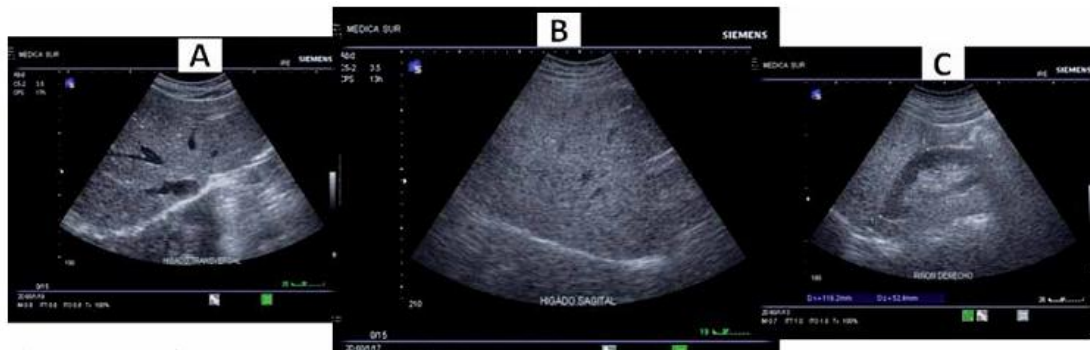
Diagnóstico ultrasonográfico de la esteatohepatitis no alcohólica. A) Hígado de características ultrasonográficas normales. B y C) Patrón ultrasonográfico de la EHNA caracterizado por aumento de la ecogenicidad en relación al riñón derecho.
